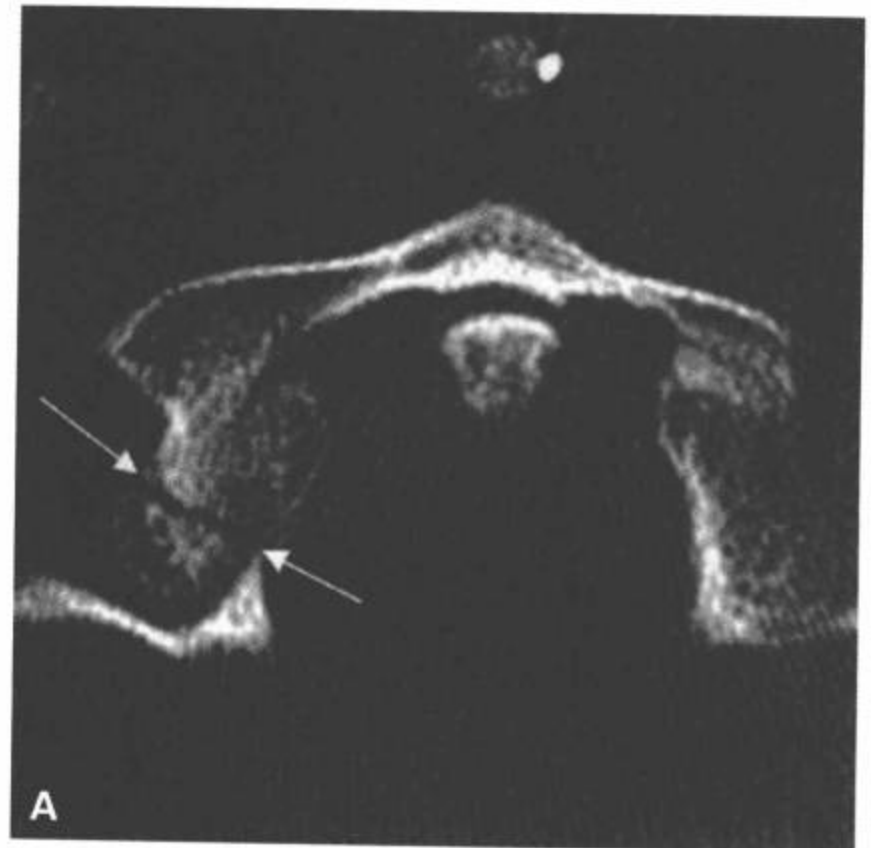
I型枕骨髁骨折。A,B: CT横断面图像显示右侧枕骨髁骨折(箭)伴轻度移位。
